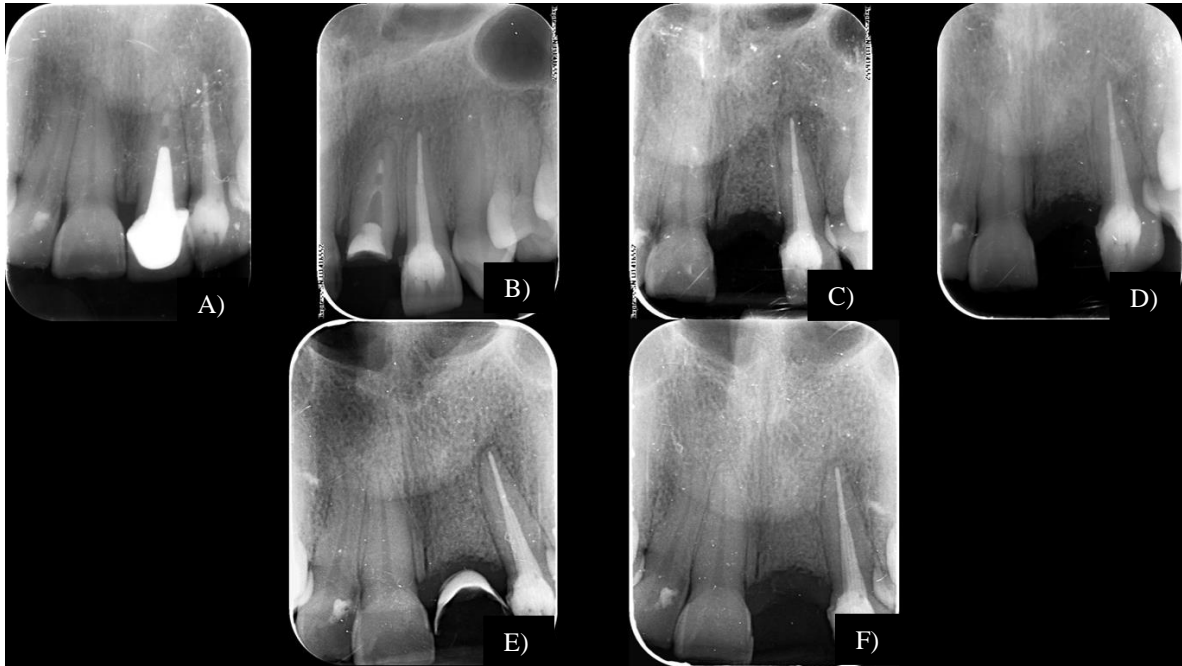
Serie de radiografías a lo largo del tratamiento. A) Radiografía preoperatoria. B) Radiografía después de remover la corona y el endoposte. C) Radiografía inmediata postoperatoria. D) Radiografía a los 13 días. E) Radiografía a los 3 meses. F) Radiografía a los 5 meses. Fuente directa.
